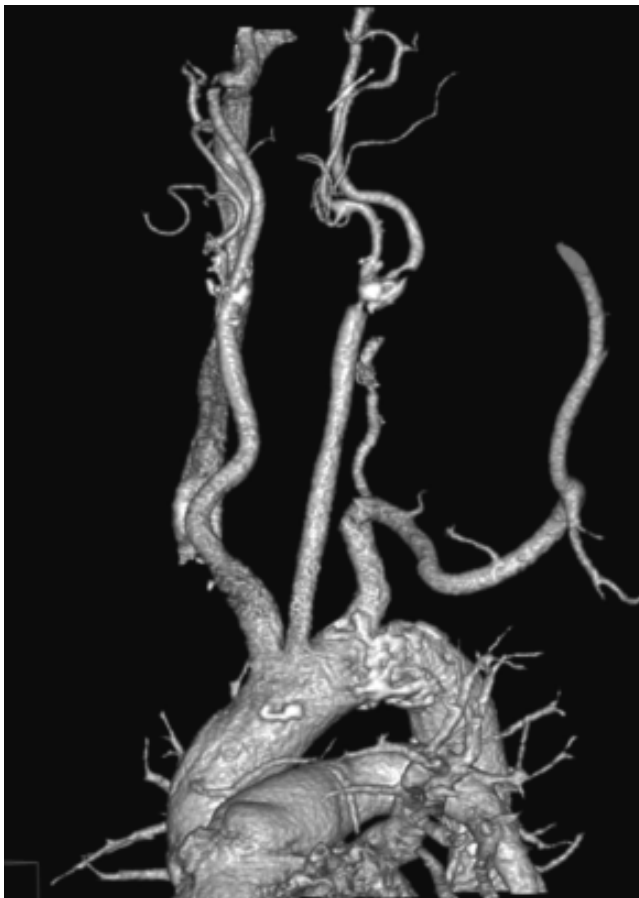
Angiotomografía de troncos supraaórticos demostrando dolencia arterial y aterosclerosis de la bifurcación carotídea y carótida interna.
